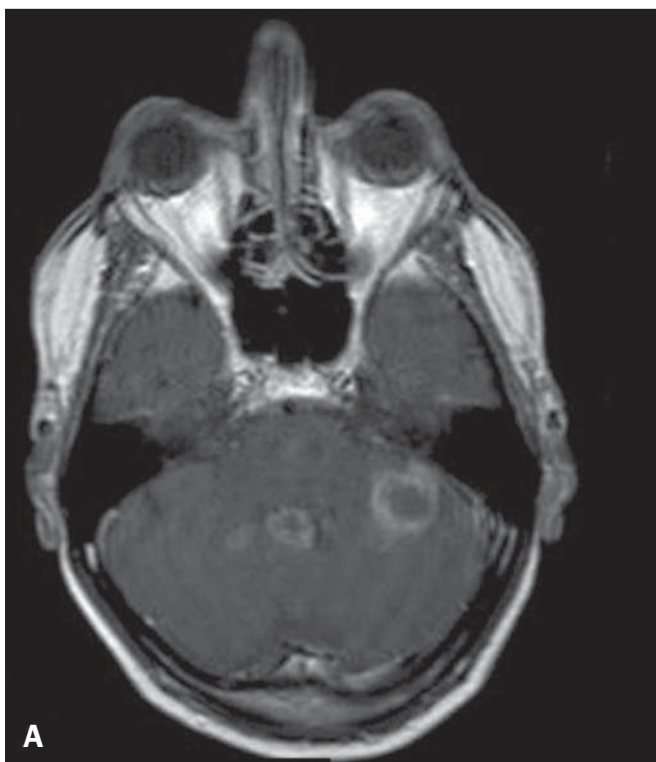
Paracoccidioidomicose. RM ponderada em T1 pós-gadolínio (A) e axial T2 (B) identificam múltiplas lesões hipointensas na fossa posterior nas sequências ponderadas em T2 e realce anelar após administração do meio de contraste gadolínio.
